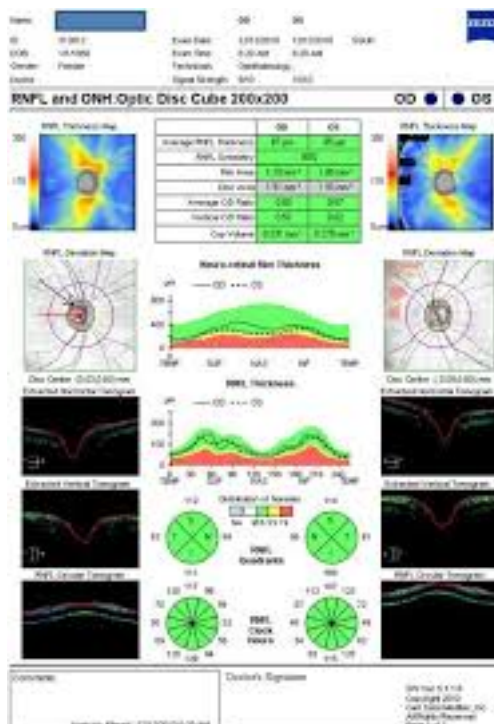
Exame de tomografia de coerência óptica (TCO).
